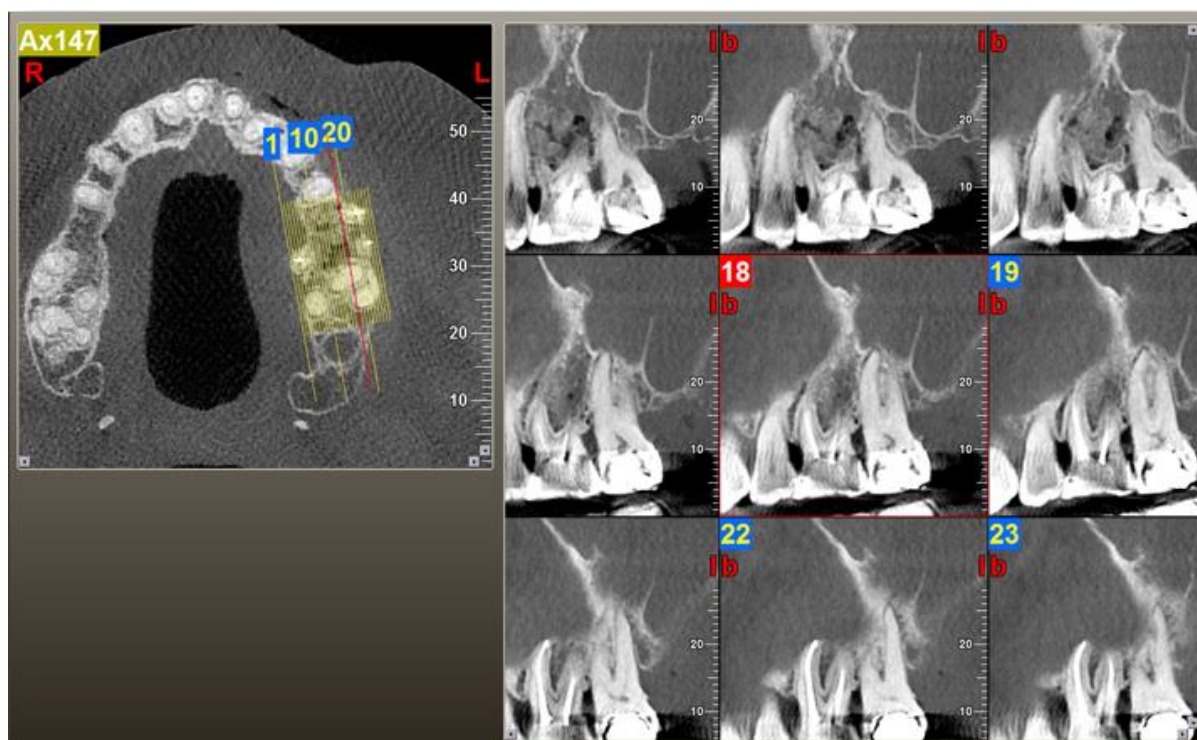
CBCT preoperatoria: si apprezza un quadro osteolitico nel secondo quadrante.
